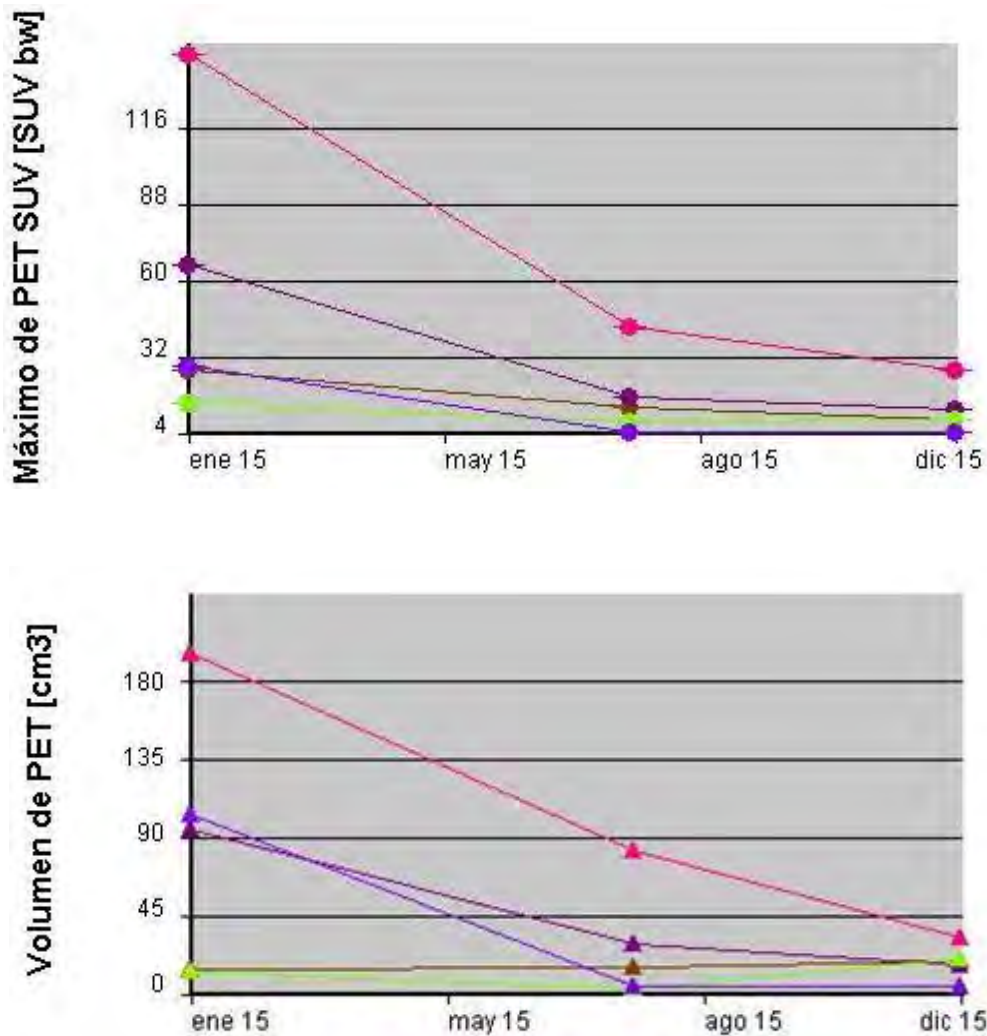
(superior) gráfica en la que se observa la tendencia a la baja del máximo de captación SUVmax, [paciente con SUVmax promedio G3]; (inferior) gráfica que muestra la tendencia a la baja volumen tumoral posterior a 2 y 4 ciclos de PRRNT, [paciente con VTMA G2]. Las gráficas fueron obtenidas en la estación de trabajo Leonardo (SIEMENS workstation®) mediante el software TRUE-D
